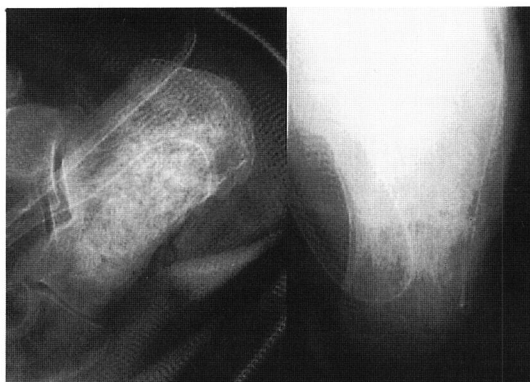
Postoperative radiographs show the curettage and bone grafting state.
